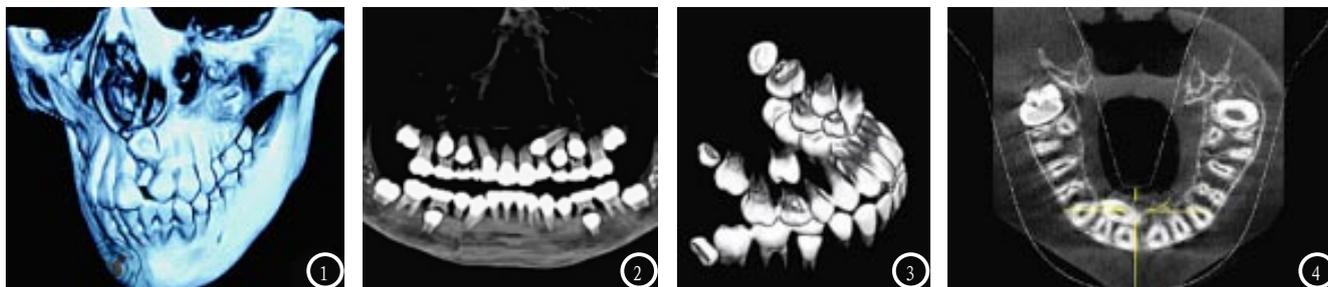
MSCT三维重建图,颌骨内埋伏中切牙,冠根走向为唇腭向,牙冠在唇侧,牙根在腭侧,牙冠舌面朝唇向,牙根弯曲;图2 MIP重建图,可全景显示全牙列情况,埋伏牙与颌骨骨皮质黏连;图3 牙齿冠根的VR重建图,埋伏牙部分突出颌骨,包埋在软组织内;图4 CT可见右上埋伏牙,牙齿根尖区有弯曲,距鼻腭管仅1层皮质骨。
